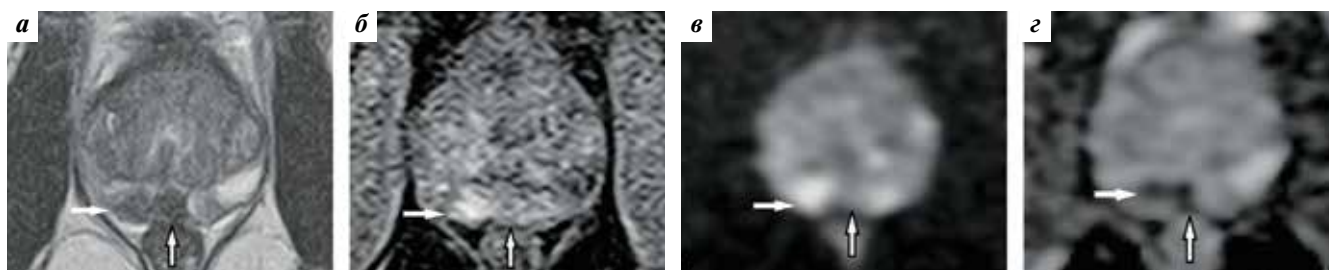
Магнитно-резонансные томограммы предстательной железы у пациента 59 лет с верифицированным раком предстательной железы (сумма баллов по шкале Глисона 4 + 3): а — T2-взвешенное изображение (ВИ) в аксиальной проекции на уровне средней трети предстательной железы; б — динамическое контрастное усиление (ДКУ); в — диффузионно-взвешенное изображение (ДВИ); г — карта измеряемого коэффициента диффузии (ИКД). Неизменная центральная зона (вертикальные стрелки) демонстрирует низкоинтенсивный сигнал на T2-ВИ и картах ИКД, изоинтенсивный сигнал на ДВИ и отсутствие очагового контрастирования при ДКУ. Очаг клинически значимого рака в задних отделах периферической зоны правой доли предстательной железы (горизонтальные стрелки), прилежащий к центральной зоне, демонстрирует низкоинтенсивный сигнал на T2-ВИ и картах ИКД, гиперинтенсивный сигнал на ДВИ и раннее очаговое накопление контраста при ДКУ
